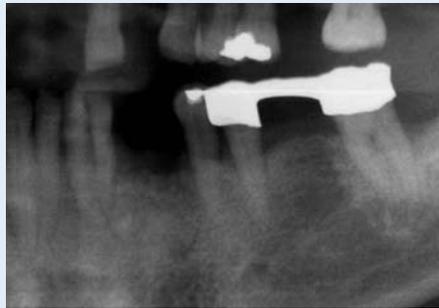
Postoperatives Röntgenbild und Kontrollröntgenneuaufnahme nach 3 Monaten.
